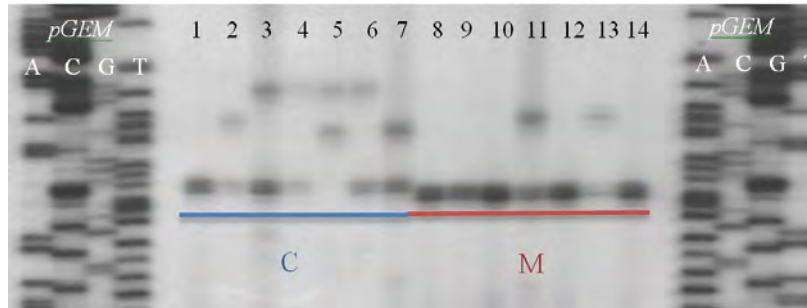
Autorradiografía del marcador D3S1600.
